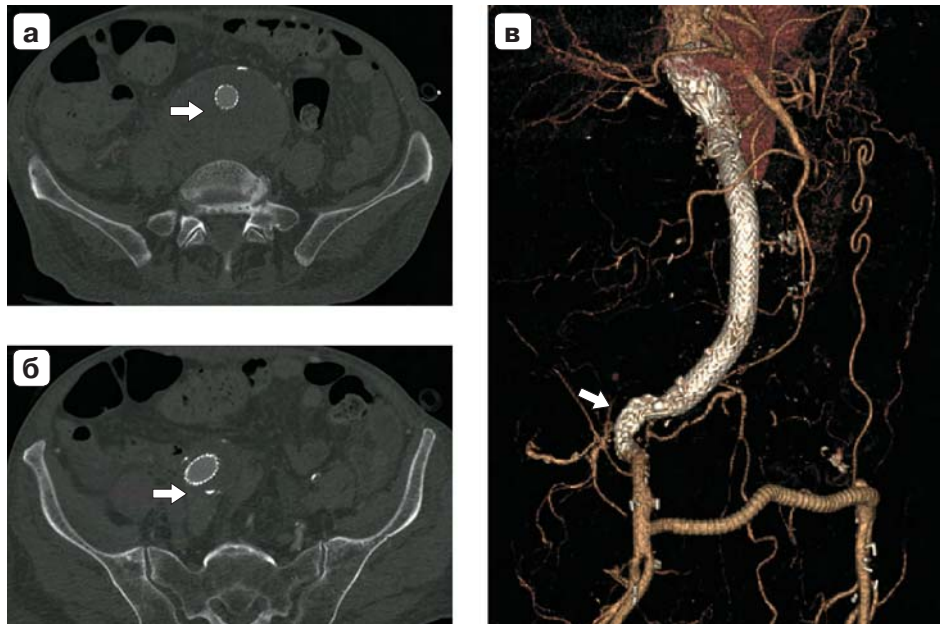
а – КТ-ангиограмма демонстрирует персистирующую аортокавальную фистулу (стрелка); б – эндолик II типа из аневризмы внутренней подвздошной артерии (стрелка); в – трехмерная реконструкция с контрастным заполнением вокруг протеза (стрелки).
